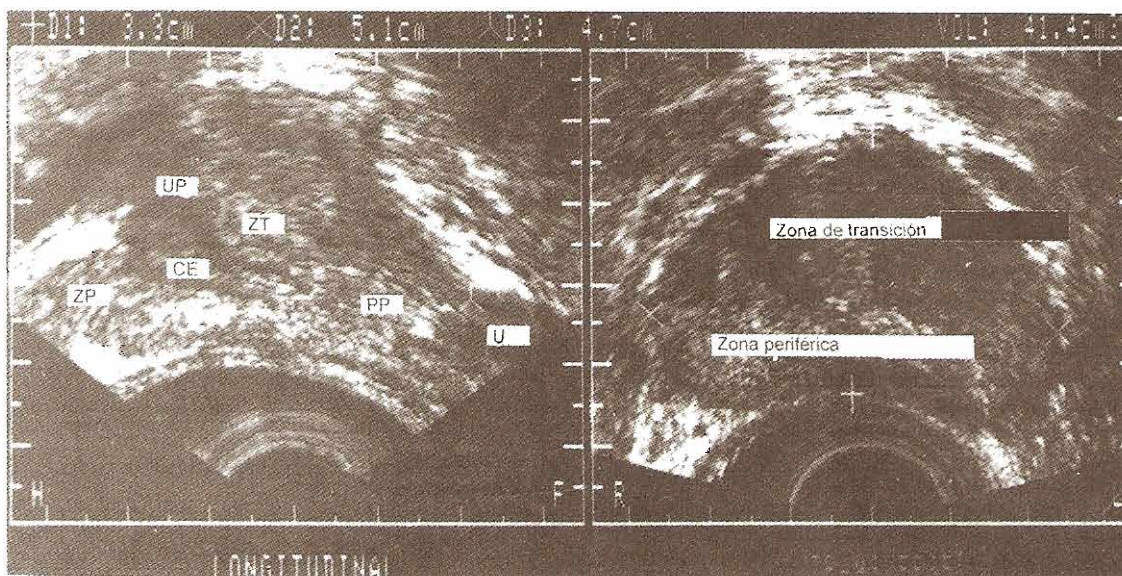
Vista longitudinal y transversa de la porción media de la próstata según se visualiza durante ultrasonografía transrectal con rastreador sectorial (*Proscan, Teknar, Inc., St Louis, MO*) y sonda de 75 MHz. El rastreo longitudinal muestra la uretra prostática (UP), zona de transición (ZT), conducto eyaculador (CE), zona periférica (ZP), punta prostática (PP) y uretra (U). En la vista transversal es posible diferenciar la zona de transición normalmente hipoecoica de la zona periférica más ecógena.
